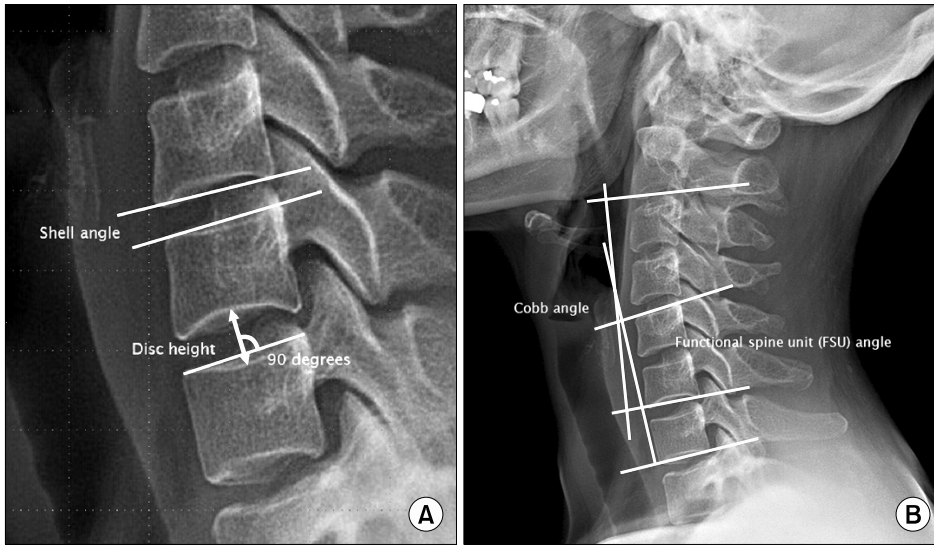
(A) Measurement of disc height (DH) and shell angle (SA) on a plain radiograph in neutral lateral position. (B) Functional spine unit (FSU) and Cobb angles.
